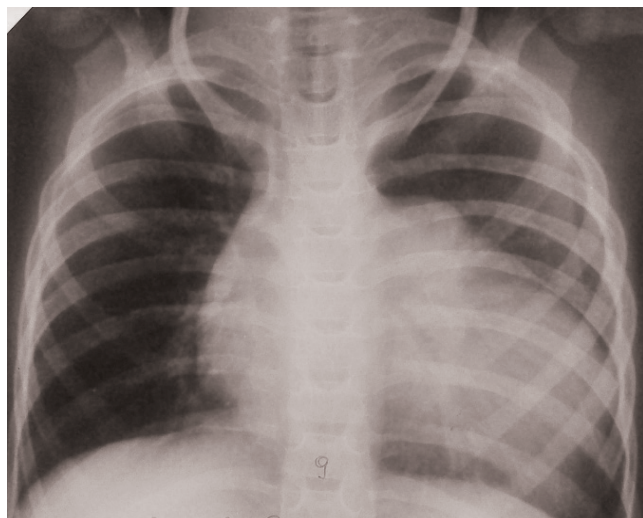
Обзорная рентгенограмма больного Р. (описание в тексте)
